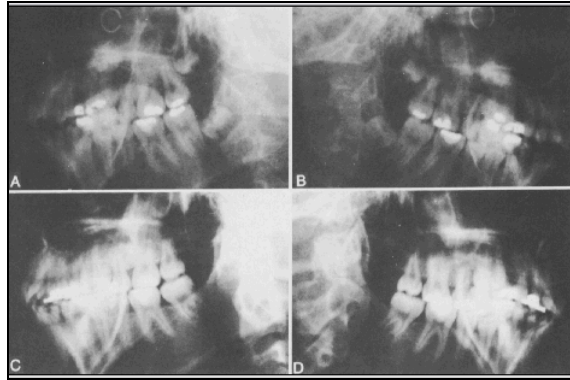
Radiografias cefalométricas em 60 graus no lado direito (B e D) e esquerdo (A e C) aos 13 anos de idade (AeB), antes da extração do 2MI, e na idade de 18 (C e D), com os terceiros molares eruptados.
